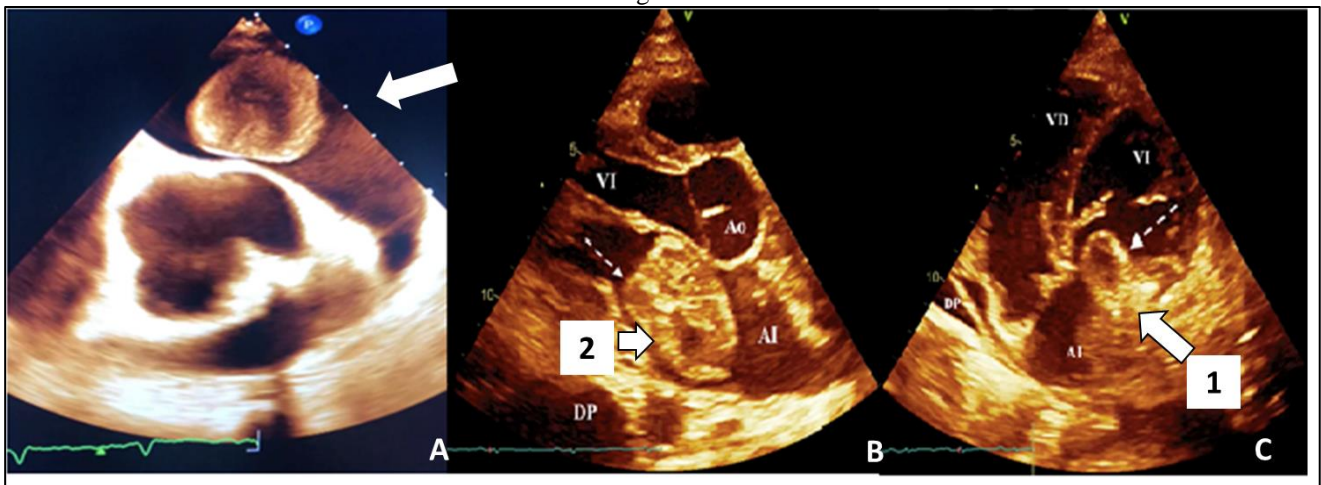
A) Ecocardiograma transesofágico a nivel de esófago medio con proyección a 45° que muestra al interior de AI una masa esférica de superficie lisa y ecogenicidad homogénea con dimensiones de 25.2 x 30 mm, características sugestivas de trombo intracavitario crónico y bien organizado. B) Ecocardiograma transtorácico en vista de eje paraesternal largo que muestra tumoración grande (53 x 36 mm) de bordes irregulares y ecogenicidad heterogénea (zonas hiperecóicas, anecóicas y vascularizadas) a nivel de AI. C) ECOTT en vista apical 4 cámaras donde se aprecia tumoración que incursiona y excursiona a través del plano valvular mitral durante el ciclo cardiaco. Ao: Aorta, AI: Aurícula izquierda, DP: Derrame pleural, VD: Ventrículo derecho, VI: Ventrículo izquierdo.
